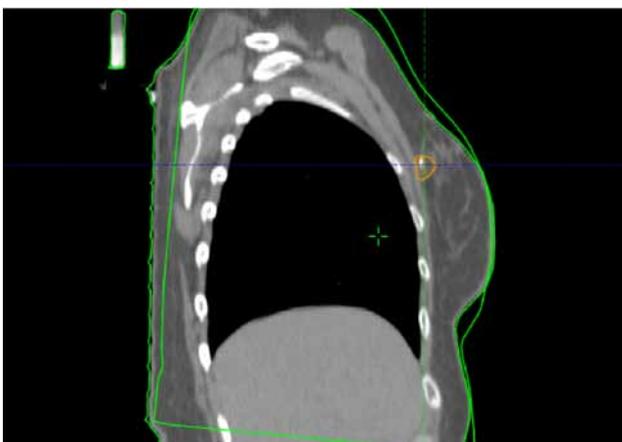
Контуры клинического объема опухоли (CTV2), установленного на основании топографии маркеров, установленных во время операции и визуализированных на послеоперационных КТ изображениях
